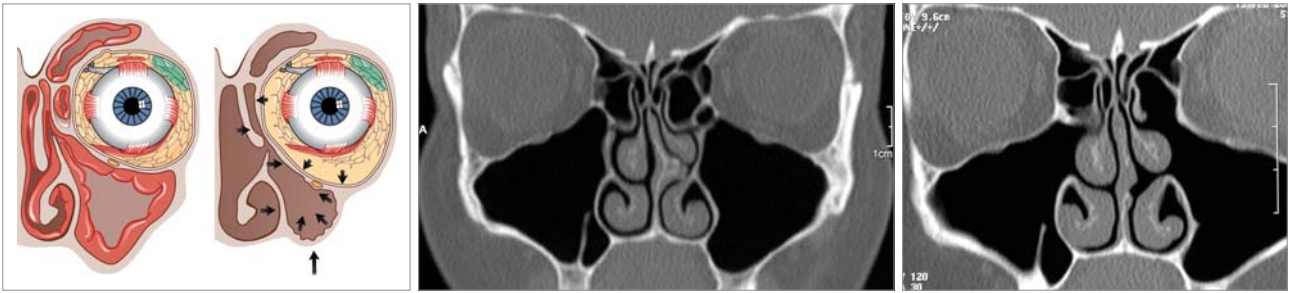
Wundheilungs- und Schrumpfungphänomene nach Entfernung der Schleimhaut aus dem Siebbein und der Kieferhöhle. Es kommt zu hochgradigen Stenosisierungen, Lateralisationen von mittlerer Nasenmuschel und Proc. uncinatus. – Abb. 8a und b: CT einer Patientin mit rezidivierender Rhinosinusitis maxillaris bds., Septumdeviation und -sporn links. 8b: Z.n. Septumplastik, Infundibulotomie und supratorbitale Kieferhöhlenfensterung bds. Die Bullalamelle bds. wurde erhalten (BES).
